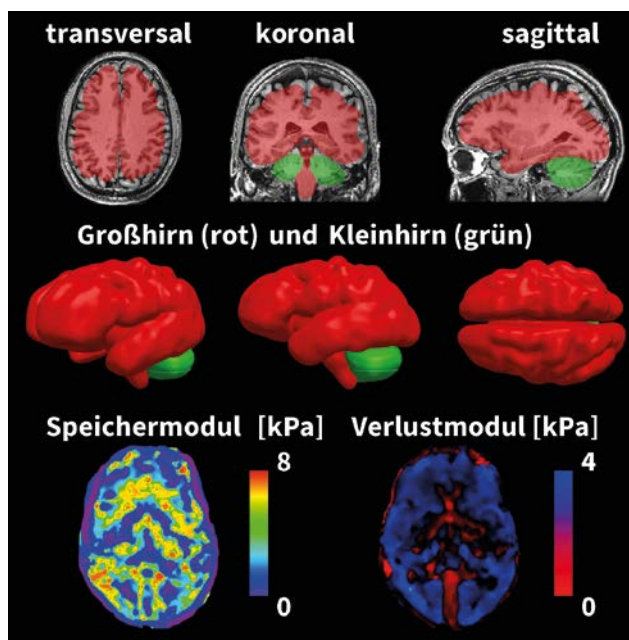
Magnetresonanz-Elastographie des menschlichen Gehirns. Semiautomatische Segmentierung des Groß- und Kleinhirns in transversalen, koronalen und sagittalen Schichten des T1-gewichteten strukturellen Magnetresonanzbildes. Dreidimensionale, laterale und axiale Ansichten der volumetrischen Rekonstruktion. Speicher- und Verlustmodul eines repräsentativen Querschnitts.
